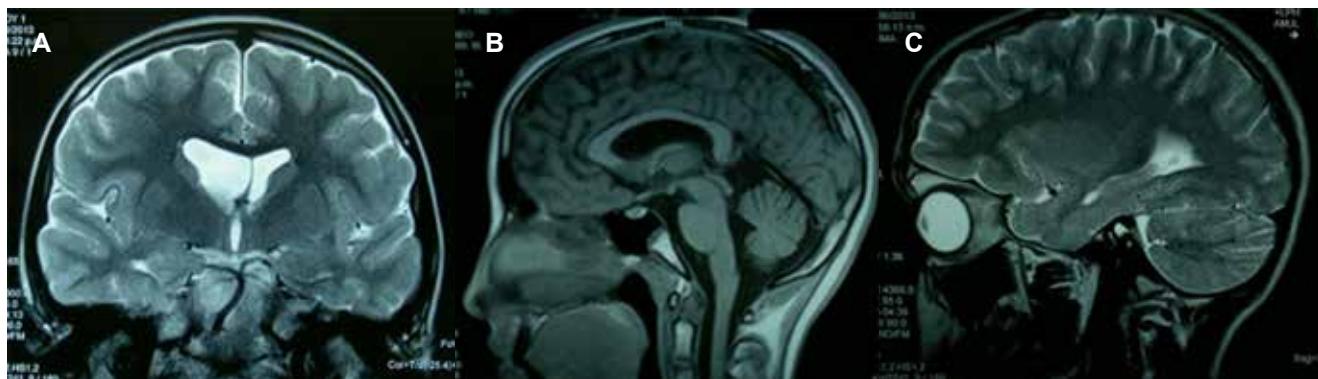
Imágenes de resonancia magnética de cráneo, en (A) ponderada en T2, corte en plano frontal que muestran asimetría de ventrículos cerebrales, y tronco basilar sinuoso; en (B) ponderada en T1 en plano sagital, con ausencia de malformación de Chiari tipo I, en (C) plano sagital, sin alteraciones cerebrales ni cerebelosas.
